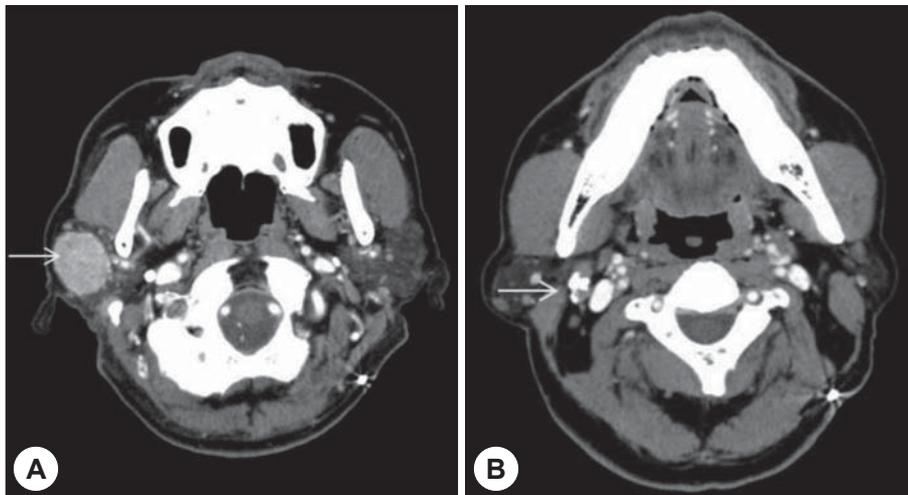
Preoperative CT scans show a right parotid mass(A) and a calcified mass in upper cervical region(B).
